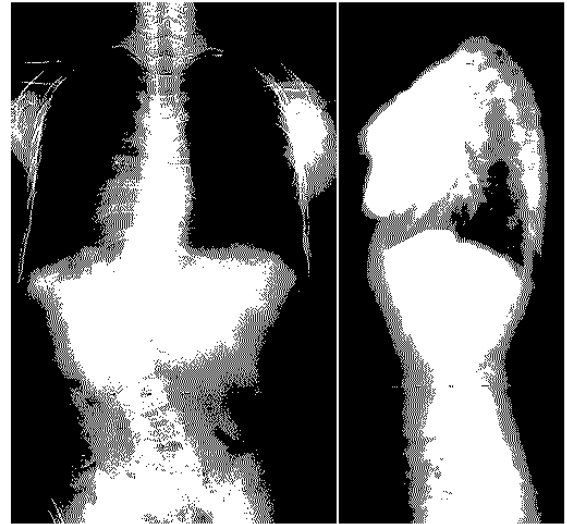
X-ray image of scoliosis
